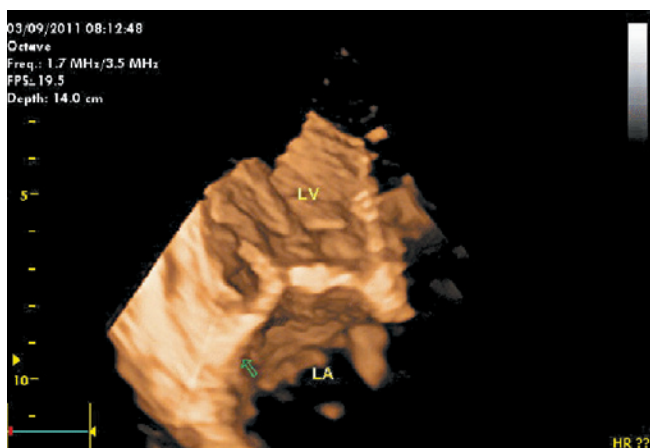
Трехмерная эхокардиограмма в режиме реального времени. Стрелкой обозначен тромб в УЛП
